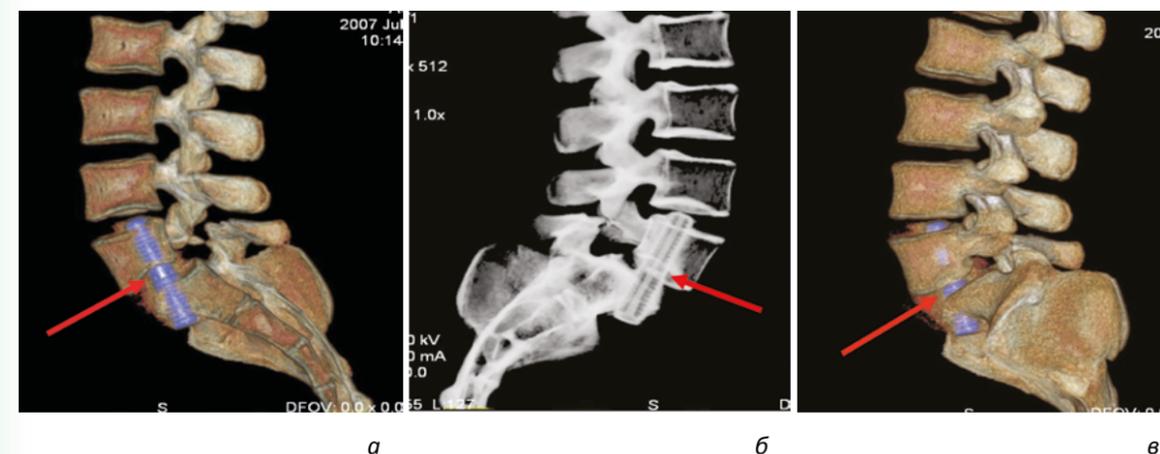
КТ пояснично-крестцового отдела, срезы с 3D-реконструкцией (после операции). Корпородез позвонков титановым фиксатором: а, б – сагиттальный срез в разных режимах с визуализацией импланта в телах L5- и S1-позвонков; в – сагиттальная проекция с визуализацией костного блока между телами L5- и S1-позвонков. Стрелками указан титановый фиксатор
